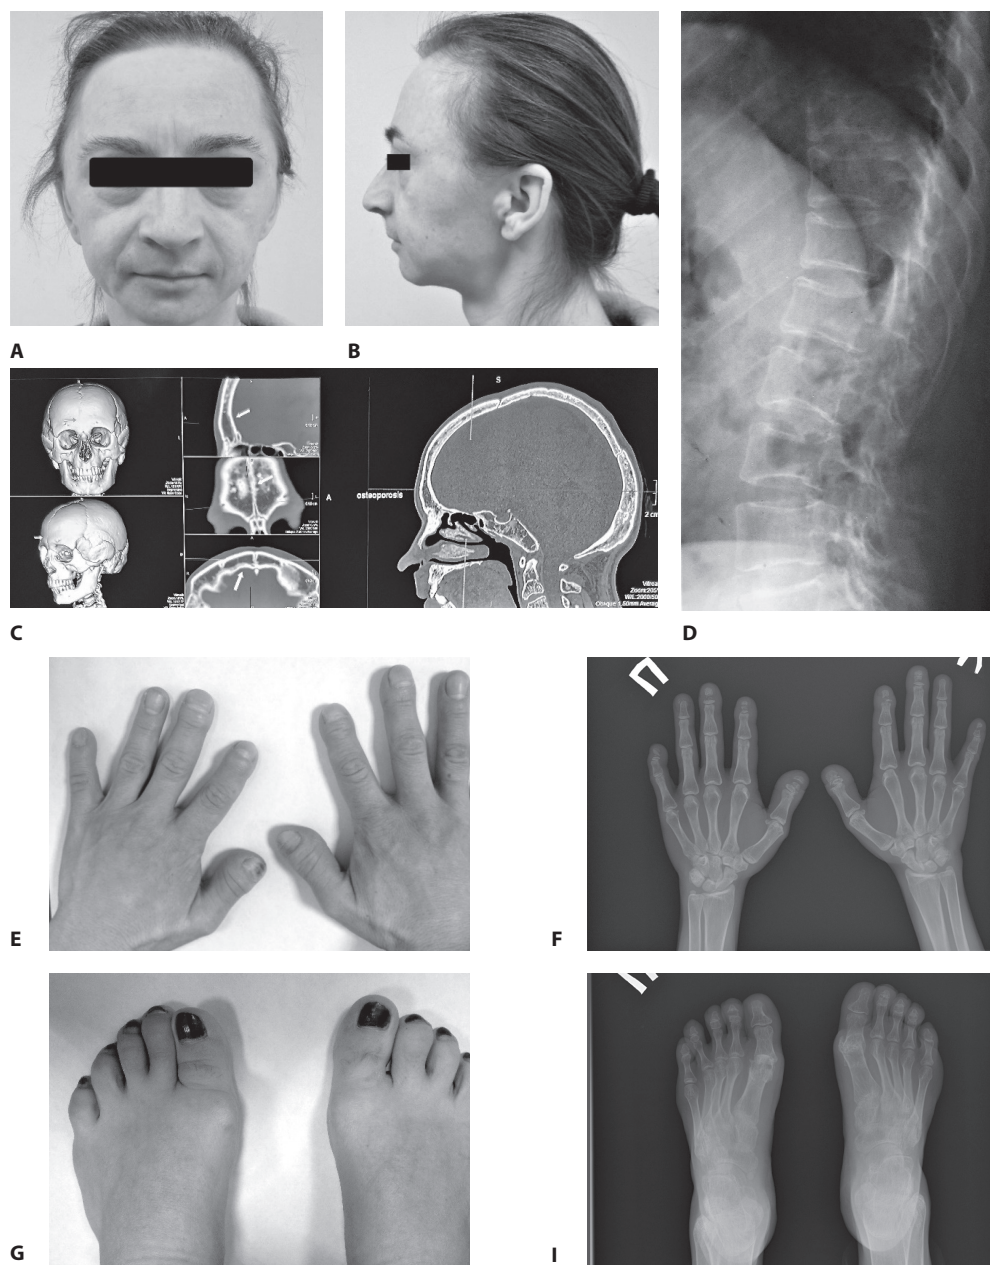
Данные медицинского обследования матери пробанда (описание в тексте): А, В – черты лица (в 37 лет); С – КТ-сканы черепа (в 31 год); D – рентгенограмма грудного и поясничного отделов позвоночника (в 29 лет); E, F – фото и рентгенограмма кистей (в 37 лет); G, I – фото и рентгенограмма стоп (в 37 лет)
